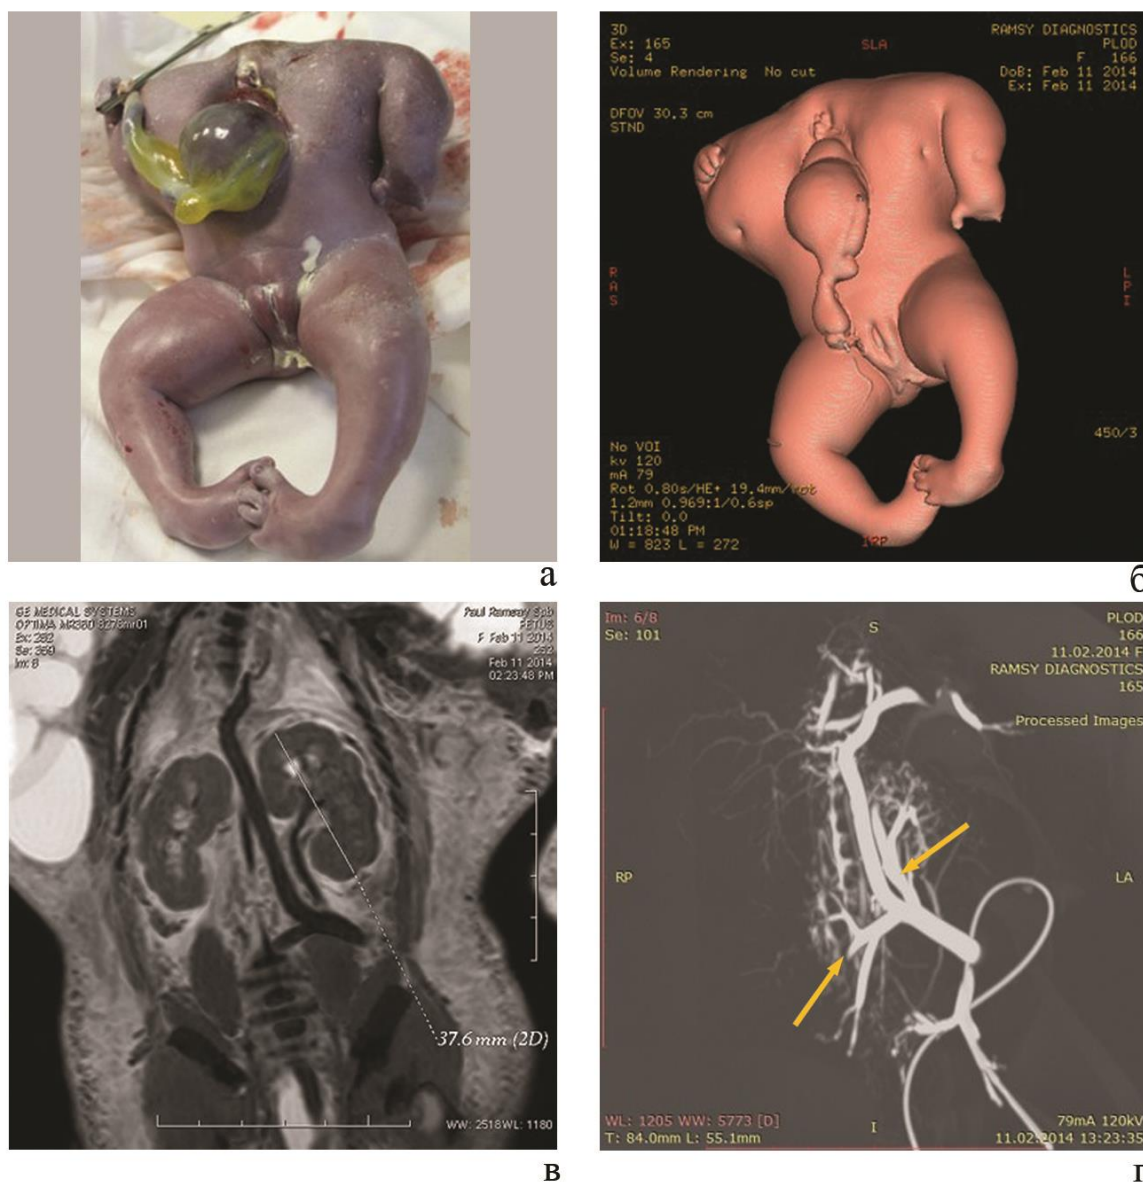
Нефроакардиус: а — мертворожденный плод-акардиус; б — компьютерная томография, объемная 3D-реконструкция плода-акардиуса; в — магнитно-резонансная томография, T2-взвешенное изображение плода-акардиуса; г — ангиография плода-акардиуса, обращают на себя внимание крупные артериальные сосуды, снабжающие кровью почки плода (указаны стрелками)
